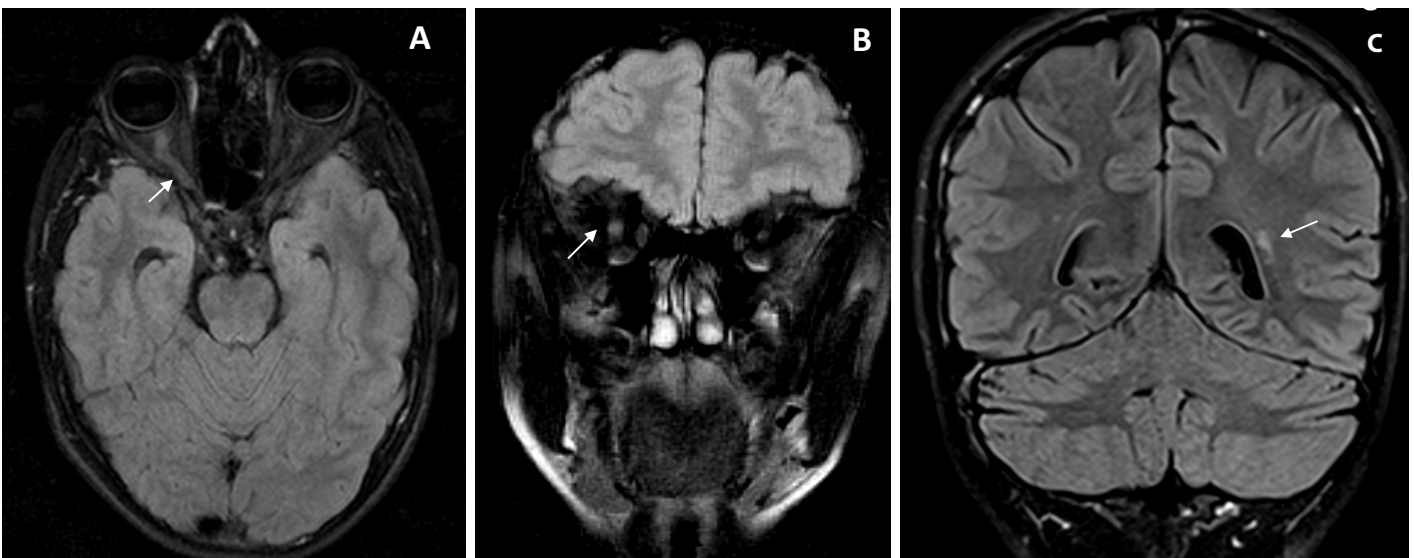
En el corte axial de la resonancia magnética cerebral (A) se aprecia un engrosamiento e hiperseñal del nervio óptico derecho en todo su recorrido orbital sin llegar a quiasma (flecha). En el corte coronal (B) se observa la asimetría del tamaño y realce entre el nervio derecho (flecha) y el izquierdo. En el corte coronal (C) se observa lesiones focales hiperintensas en sustancia blanca periventricular, más marcadas en el lado izquierdo (flecha).
